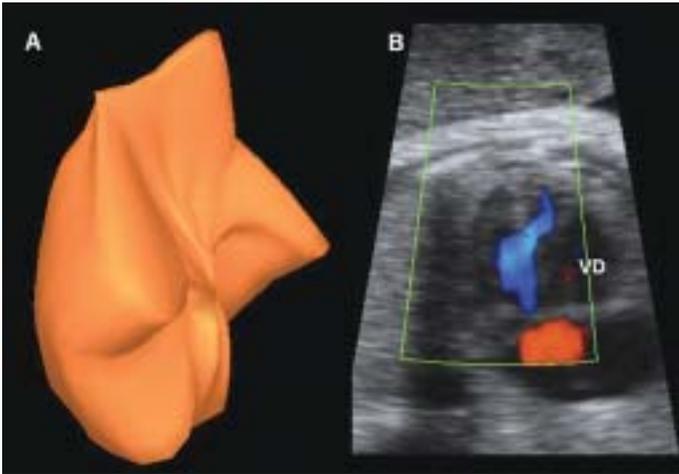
Imagen de la lesión tumoral obtenida con VOCAL (A). Uso del doppler color donde se evidencia la presencia de una comunicación interventricular muscular con flujo de derecha a izquierda. VD: ventrículo derecho.
